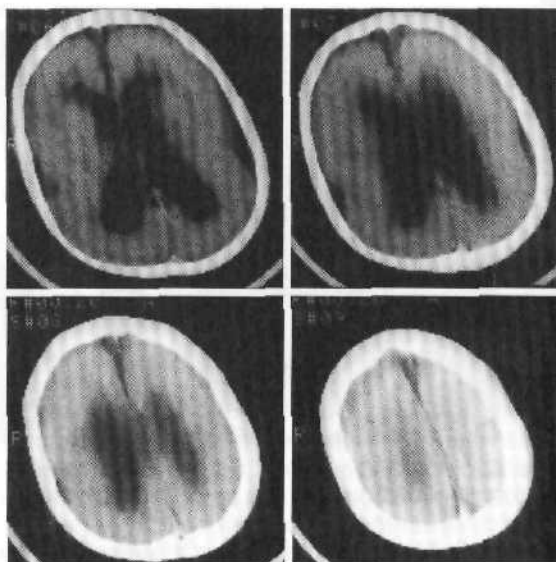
КТ ребенка 11 мес с порэнцефалией переднего и заднего рогов правого бокового желудочка.
